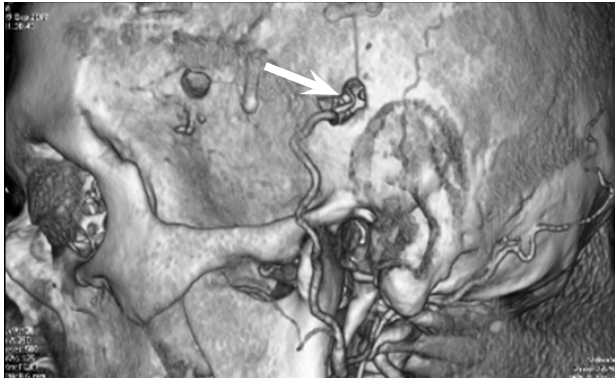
Контрольна мультиспіральна комп'ютерна томографія-ангіографія судин головного мозку пацієнта М., 38 років, з оклюзією обох внутрішніх сонних артерій, перенесеною недостатністю мозкового кровообігу за ішемічним типом у басейнах лівої середньої мозкової артерії, обох зовнішніх мозкових артерій через 6 міс після створення екстра-інтракраніального мікрораскулярного анастомозу (3D-реконструкція, стрілка вказує на функціонуючий екстра-інтракраніальний мікрораскулярний анастомоз лівої скроневої ділянки)
